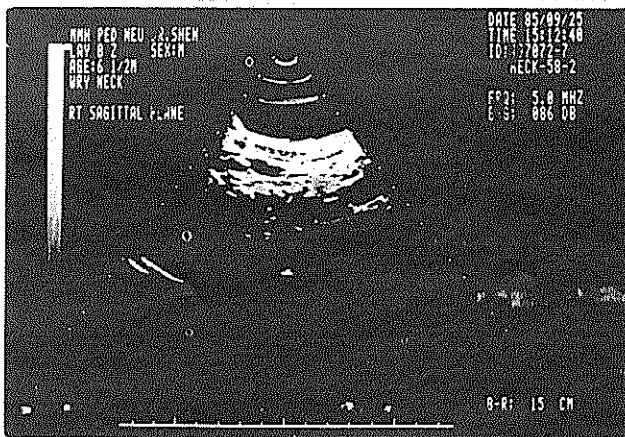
經過治療，5 個月後再以超音波追蹤調查顯示接近正常肌肉排列之同密度區。
